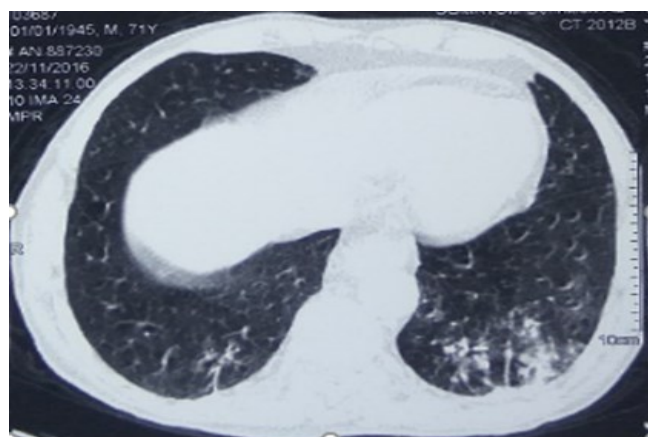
TDM thoracique montrant une condensation LIG.
